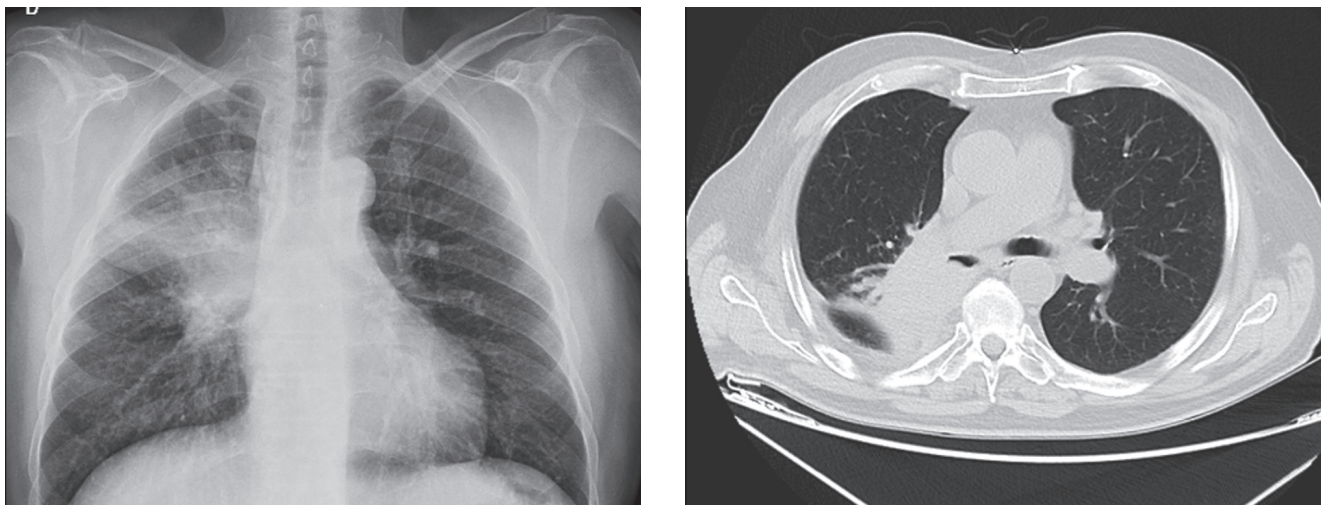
Rx. tórax y TAC. Gran masa pulmonar parahiliar derecha con lesión pulmonar primaria de alto grado en LSD con diseminación ganglionar regional
